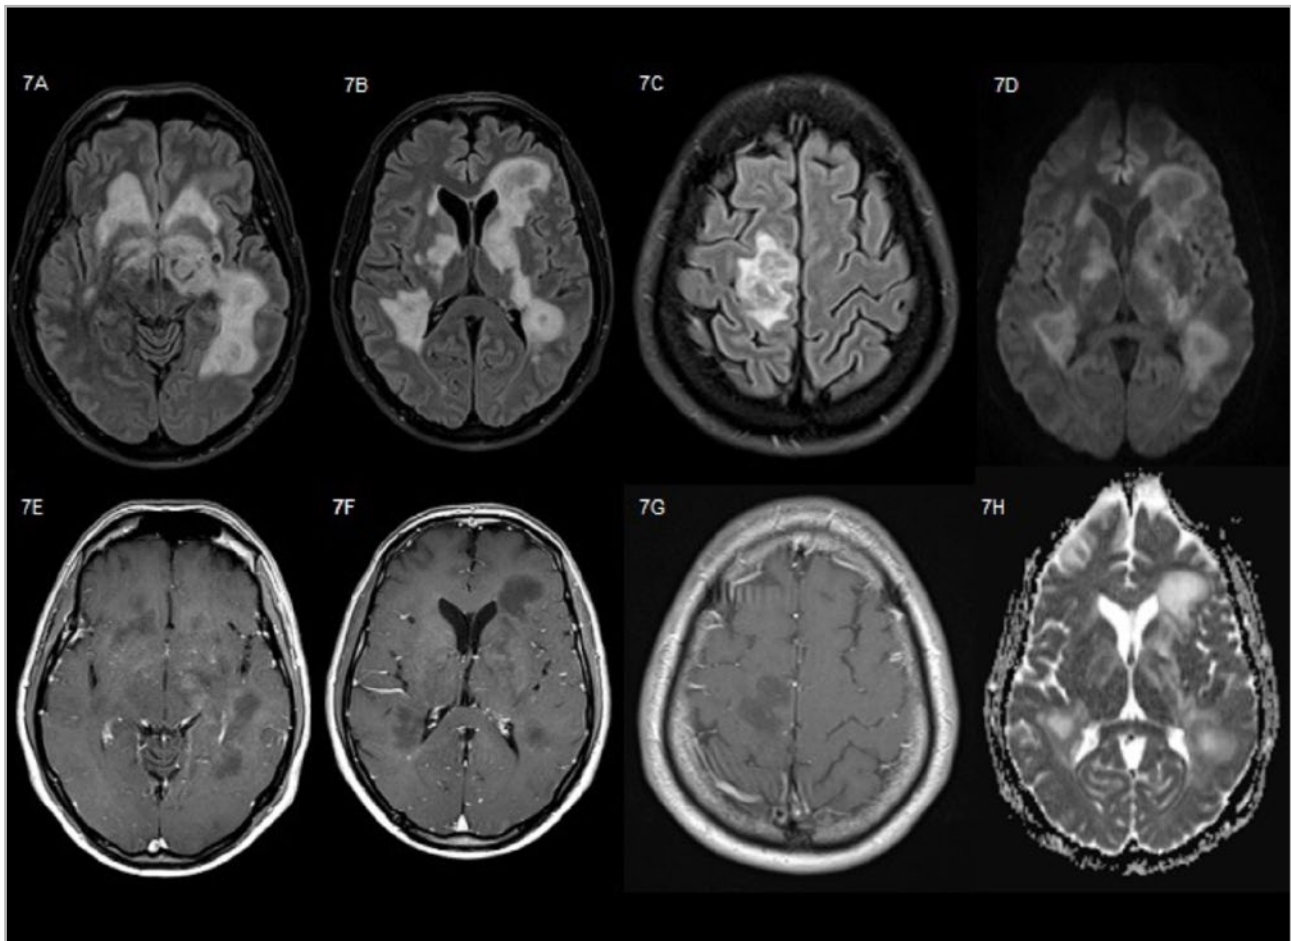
Caso propio. Resonancias magnéticas (RM) de paciente de 44 años sin antecedentes previos con enfermedad de Marburg. Secuencia FLAIR en axial (7A, 7B y 7C) que muestra extensas lesiones desmielinizantes afectando la sustancia subcortical blanca frontobasal bilateral con afectación mesencefálica, la sustancia blanca subcortical temporal izquierda periventricular bilateral subyuxtacortical parietal derecha, con leve efecto de masa. En la secuencia de difusión (7D y 7H) muestra una restricción de difusión periférica. En la secuencia potenciada en T1 poscontraste en axial (7E, 7F y 7G) se aprecia un sutil realce marginal en algunas de las lesiones.
